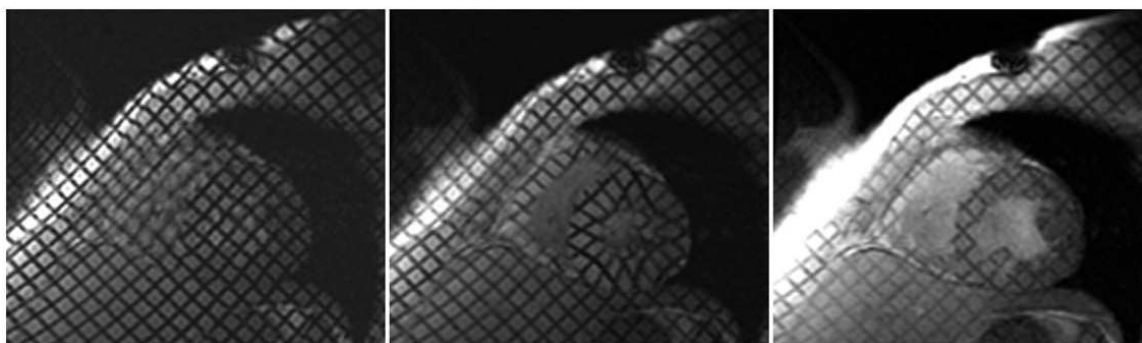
exemple de tagging en IRM cardiaque chez un volontaire sain (93).
